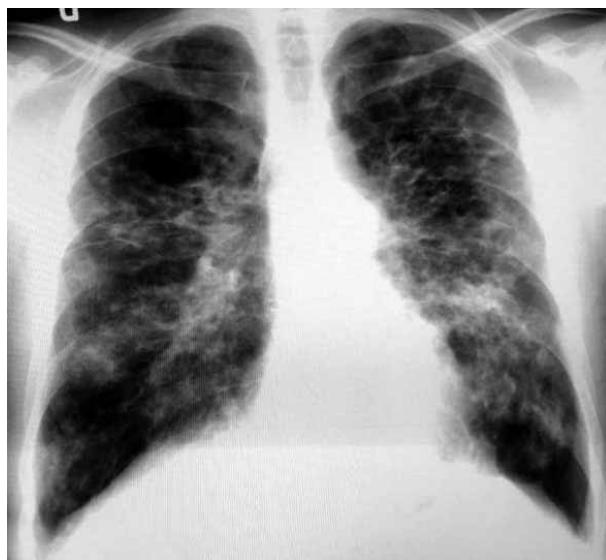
Radiografía de tórax de enfermo de fibrosis quística. Afectación parenquimatosa difusa de aspecto alveolo-intersticial.
